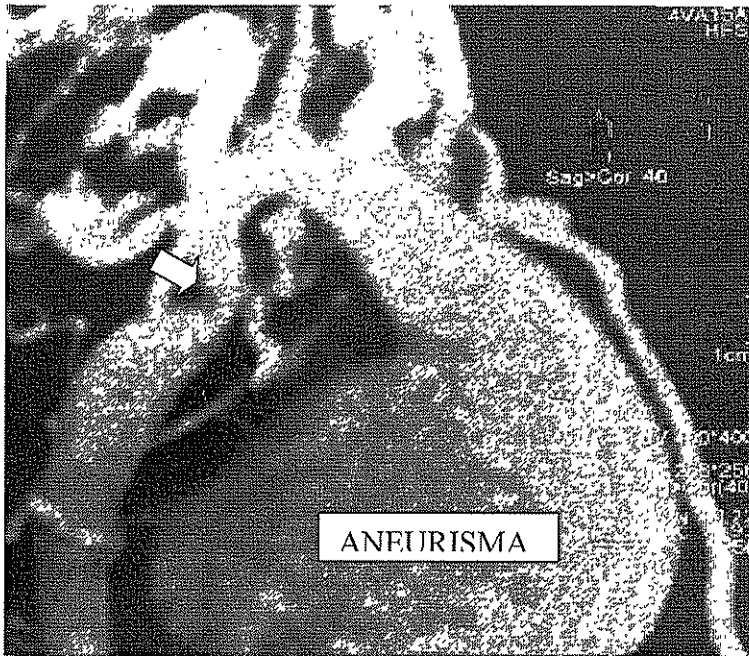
Imagen de angiorresonancia magnética donde se puede apreciar el sitio de coartación (Flecha) así como el gran aneurisma de la aorta ascendente.
